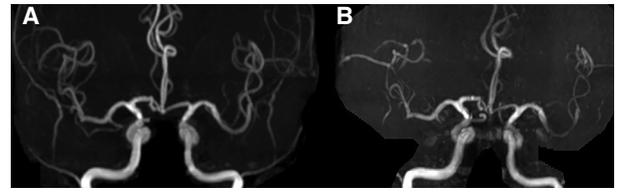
Serial change of magnetic resonance angiography. (A) Initial magnetic resonance angiography (MRA) showed no arterial occlusive lesion. (B) Follow-up MRA shows decreased middle cerebral artery branches and distal stenosis.
